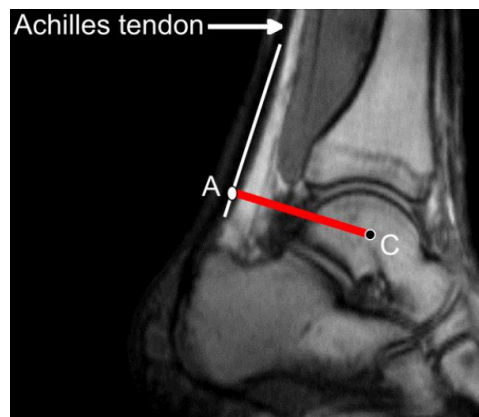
Gesunde Achillessehne in der Kernspintomographie
